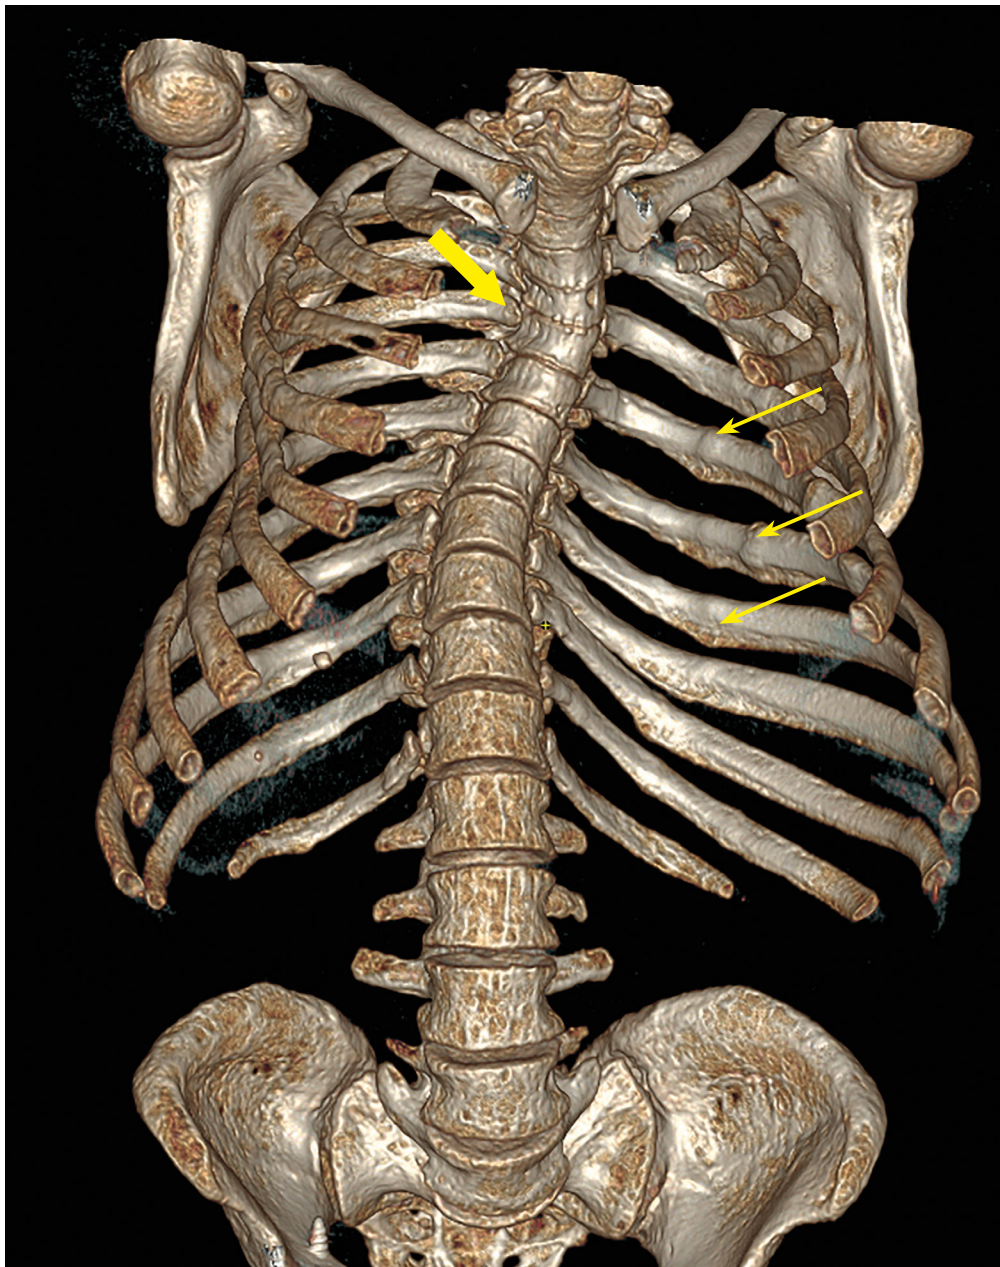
Пациентка П. КТ-исследование позвоночника от 2023 г. Трехмерная реконструкция.
